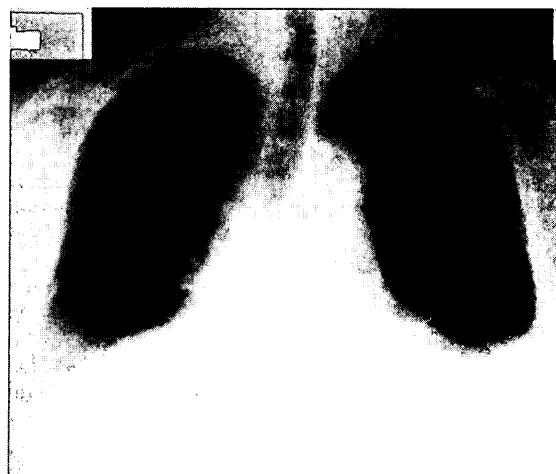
Chest X-ray film on admission showed pleural effusion on both sides and cardiomegaly.
